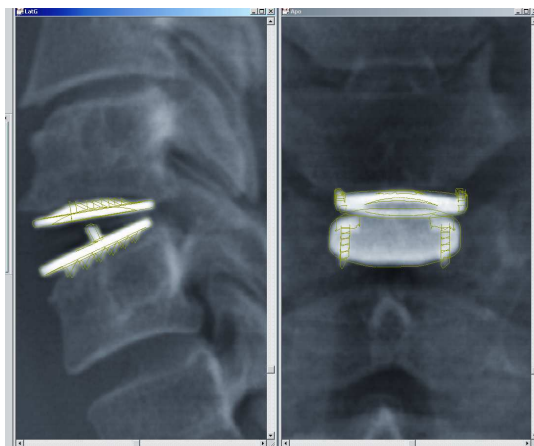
Recalage du plateau inférieur et du plateau supérieur de la prothèse sur les radiographies de face et de profil dans le système EOS ®
